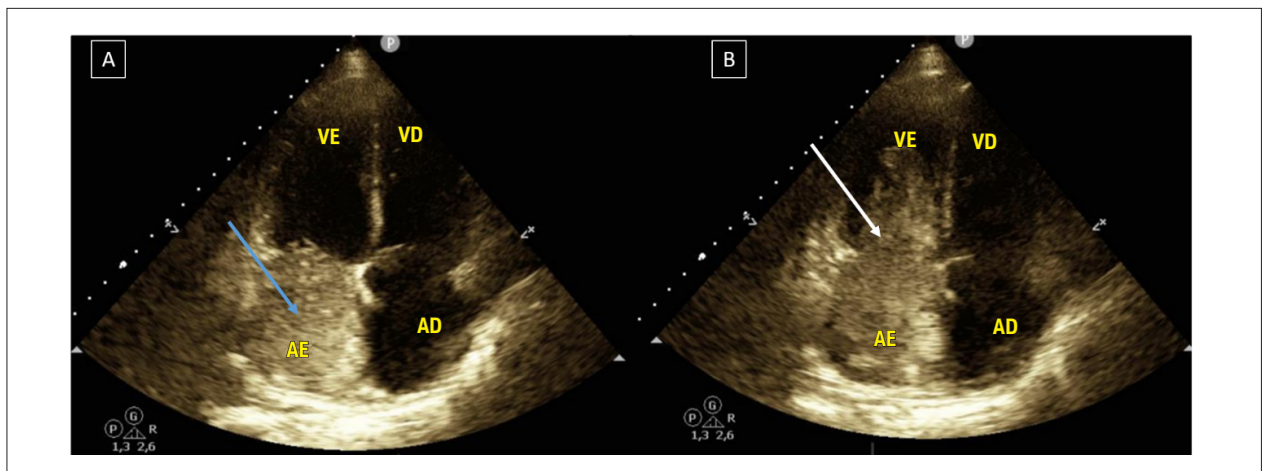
Ecocardiografia transtorácica em janela apical de 4 câmaras. A) Imagem sugestiva de massa no átrio esquerdo (seta branca); B) Imagem da mesma massa se projetando no orifício da valva mitral durante a diástole e ocupando o ventrículo esquerdo (seta azul). AD: átrio direito; AE: átrio esquerdo; VD: ventrículo direito; VE: ventrículo esquerdo.
